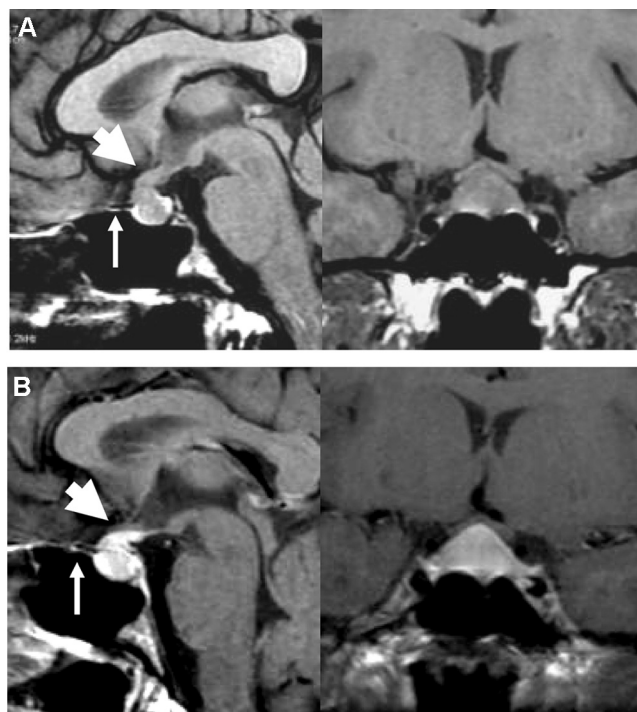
Hypophysite. IRM hypophysaire. Coupes sagittales et frontales en T1 avant (A) et après injection de gadolinium (B). Flèche blanche : prise de contraste de la dure-mère. Tête de flèche : élargissement et prise de contraste de la tige pituitaire.
